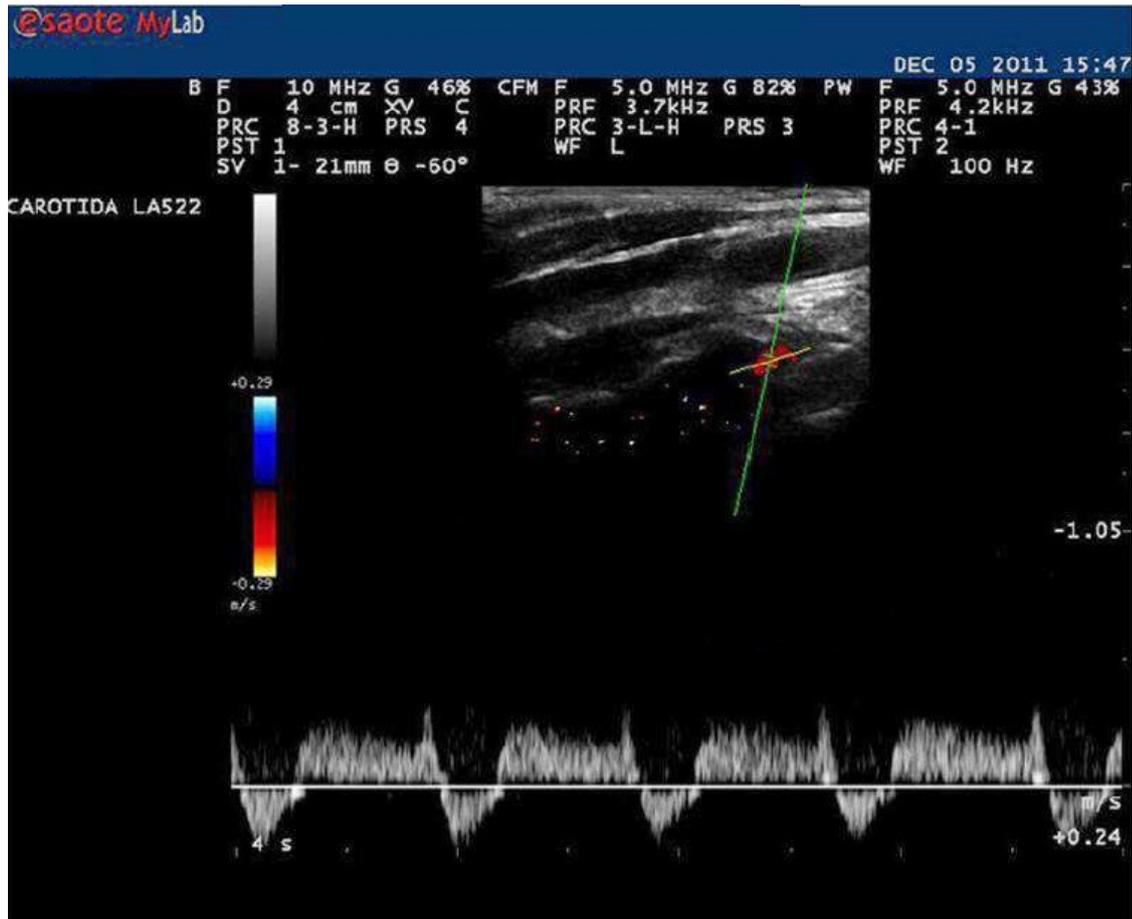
Doppler espectral (PW) da artéria vertebral direita mostrando inversão parcial do fluxo sanguíneo, compatível roubo tipo 2 (intermitente ou parcial).<sup>15</sup>
